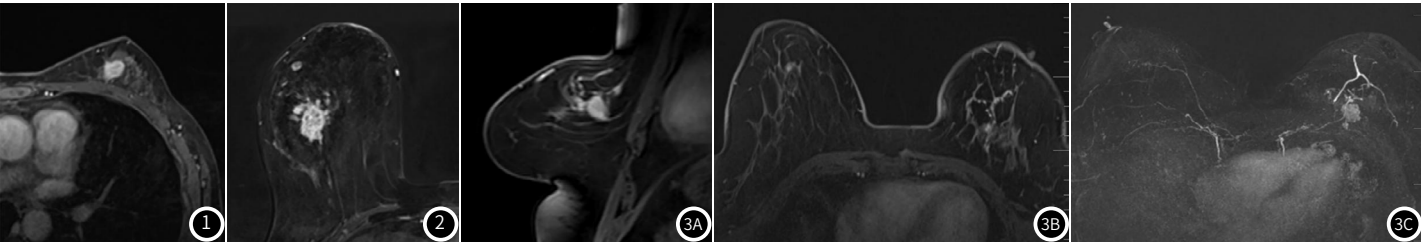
女, 55岁, 首次保乳术中切缘阴性, MRI增强早期显示病灶为孤立病灶, 周围未见其他病灶。
